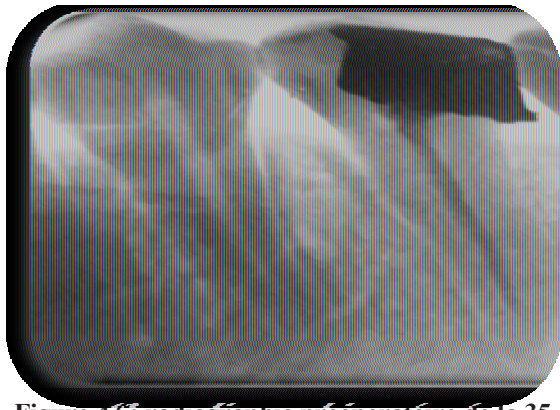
radiographie préopératoire de la 35
